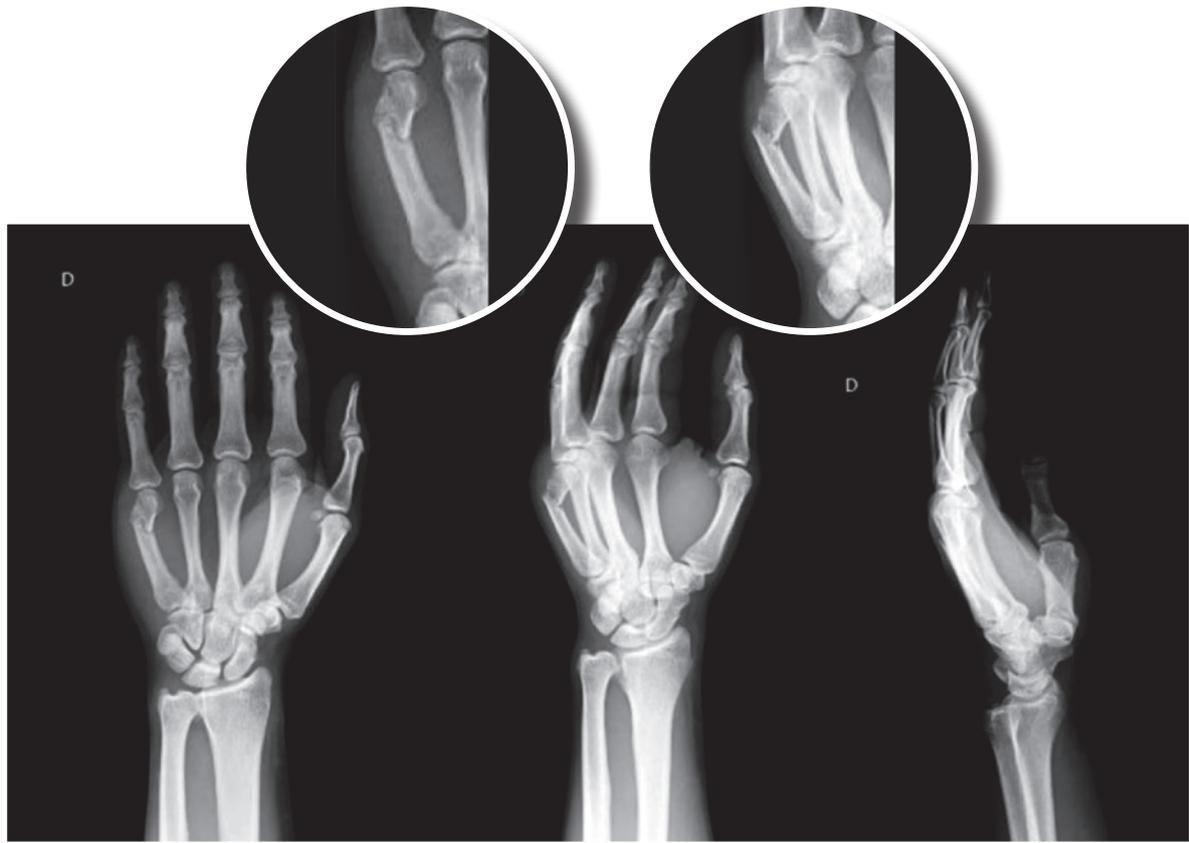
Radiografias da mão direita nas incidências em anteroposterior (AP), oblíqua e perfil.
